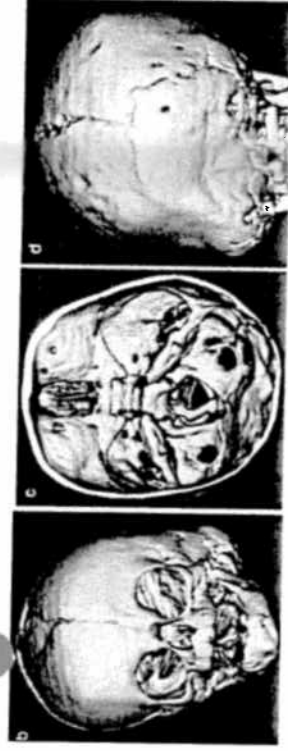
CT-scan van een synostotische plagiocefalie (uit Blaser 2008)
